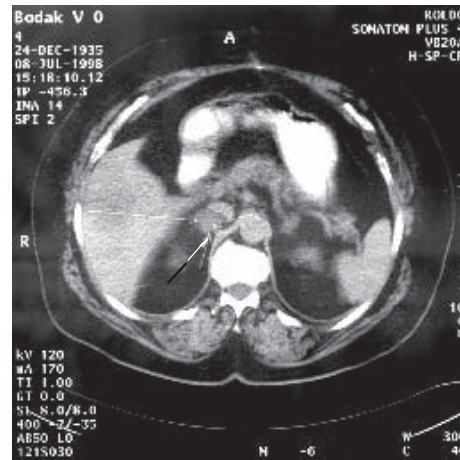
Комп'ютерна томограма хворої С.
